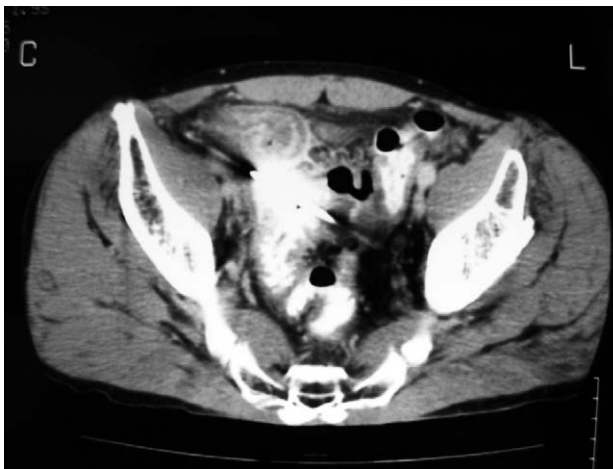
CT scan revealed the pin to penetrate the intestine. The intestinal wall was thickened and highly enhanced by contrast.
